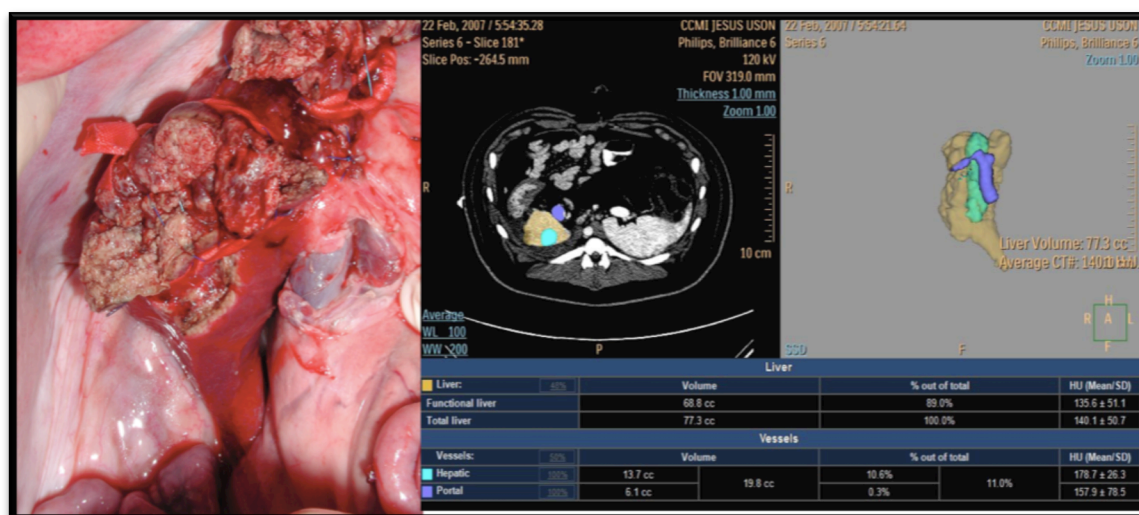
Fotografía del hígado remanente y cálculo del volumen con la TAC.
